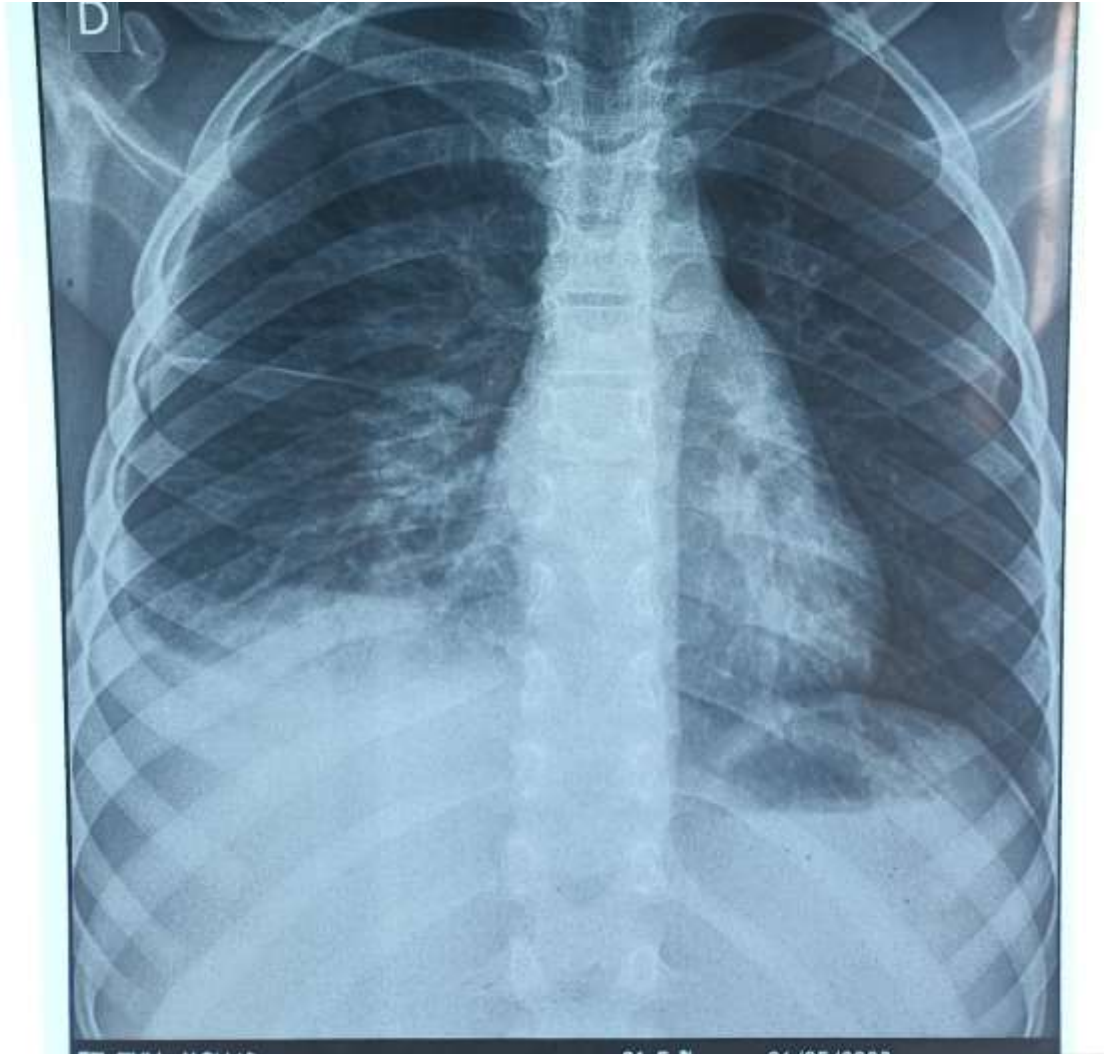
Radiographie du thorax de face objectivant un foyer basal droit avec émoussement du cul de sac homolatéral associé à une scissurite
